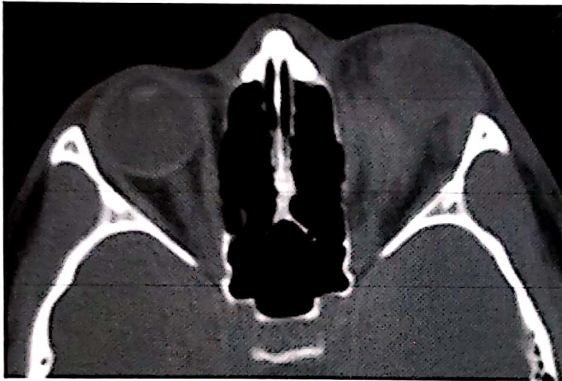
D.D., 14 ani. CT-scan axial fără contrast. Hematom intraorbital intraconal traumatic OS.
